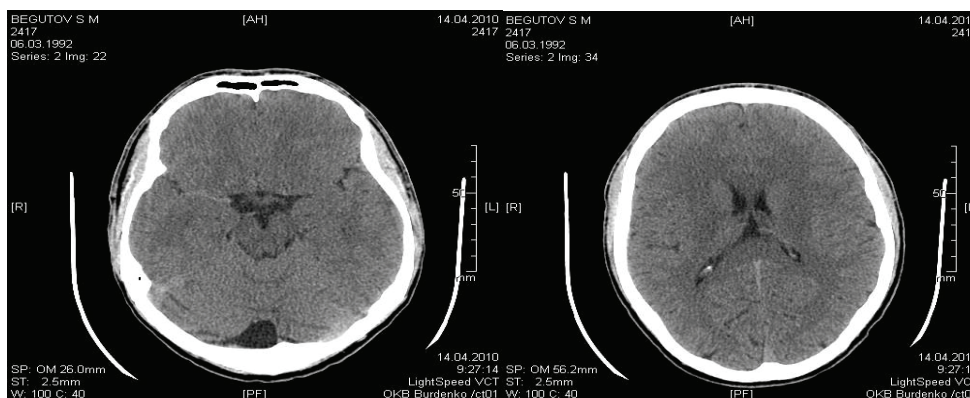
КТ головного мозга призывника Б-ва С. М. Ретроцеребеллярная киста
